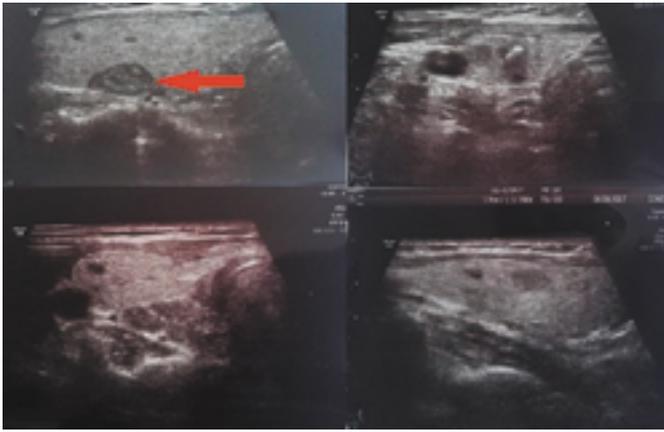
УЗИ щитовидной железы. Стрелкой показано интратиреоидное расположение парааденомы (окружена тиреоидной тканью). На правом снимке – коллоидные узлы этой же доли щитовидной железы.
